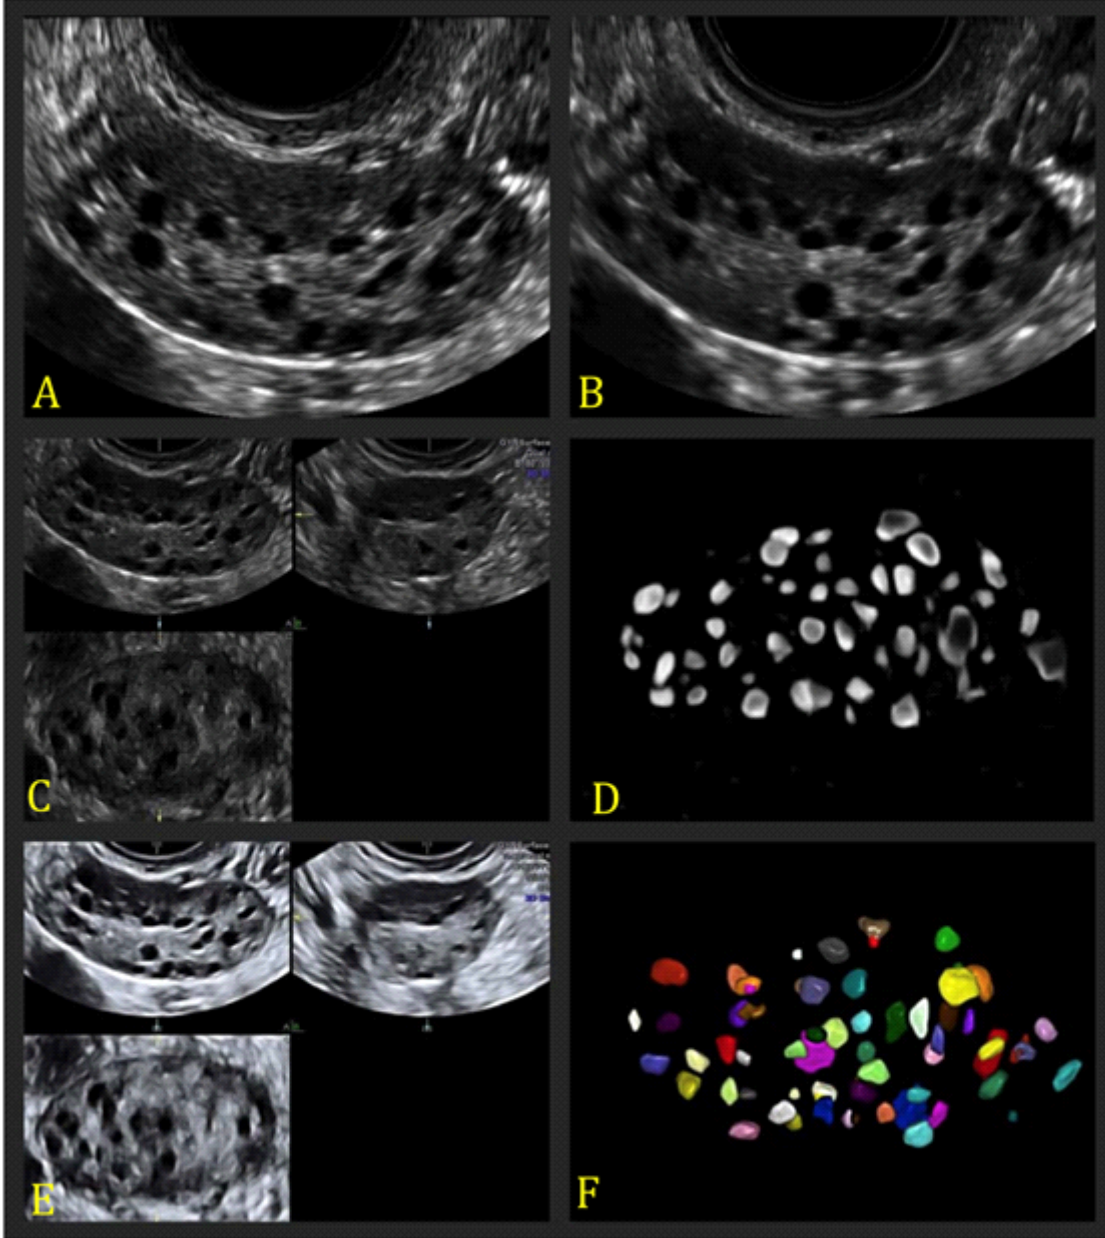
Ultrasound images of an ovary with several follicles: A: 2D US without harmonics; B: 2D US with harmonics; C: multiplanar view without VCI; D: 3D inversion mode; E: multiplanar view with VCI; F: SonoAVC
